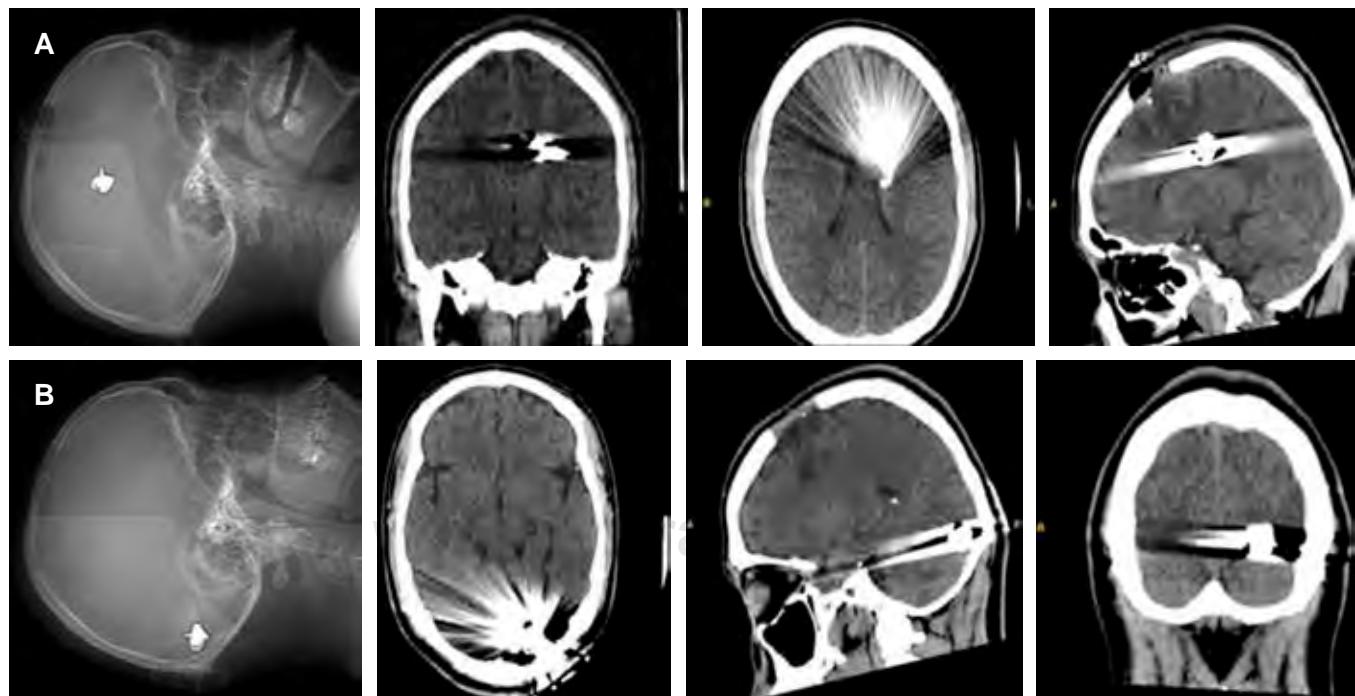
A) Se observa objeto radiolúcido en región frontal izquierda evidente en el topograma, cortes axial, coronal y sagital de una tomografía de cráneo simple con objeto hiperdenso alojado en la región frontoparietal izquierda. B) Se observa objeto radiolúcido en región occipital izquierda evidente en el topograma, cortes axial, coronal y sagital de una tomografía de cráneo simple con objeto hiperdenso alojado en la región occipital izquierda.
